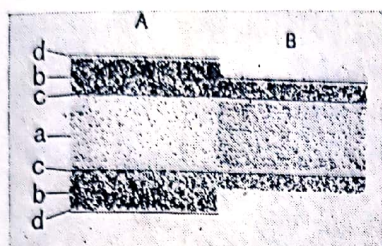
Filmul radiografic (secțiune):
